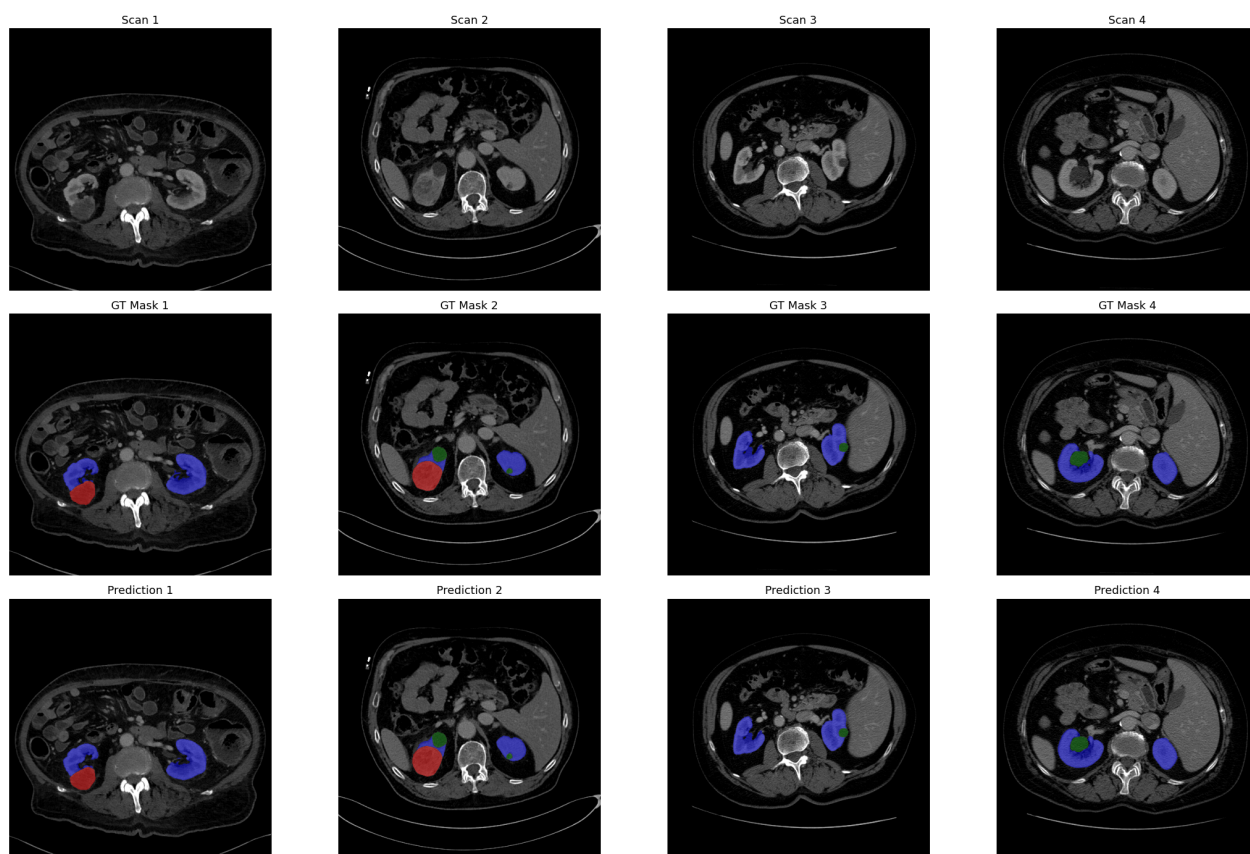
Приклади прогнозів розробленої клінічної ІСППР для діагностики раку нирок на тестовій вибірці. Перший ряд – зрізи КТ-сканів; другий – істинні сегментації: нирок (синій), злоякісних утворів (червоний), доброякісних утворів (зелений); третій – прогнози системи.
